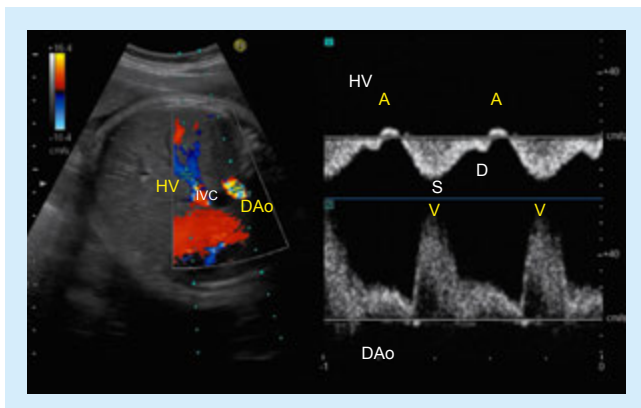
Dual Dopplerを用いた肝静脈—下行大動脈血流計測(HV-DAo法)
